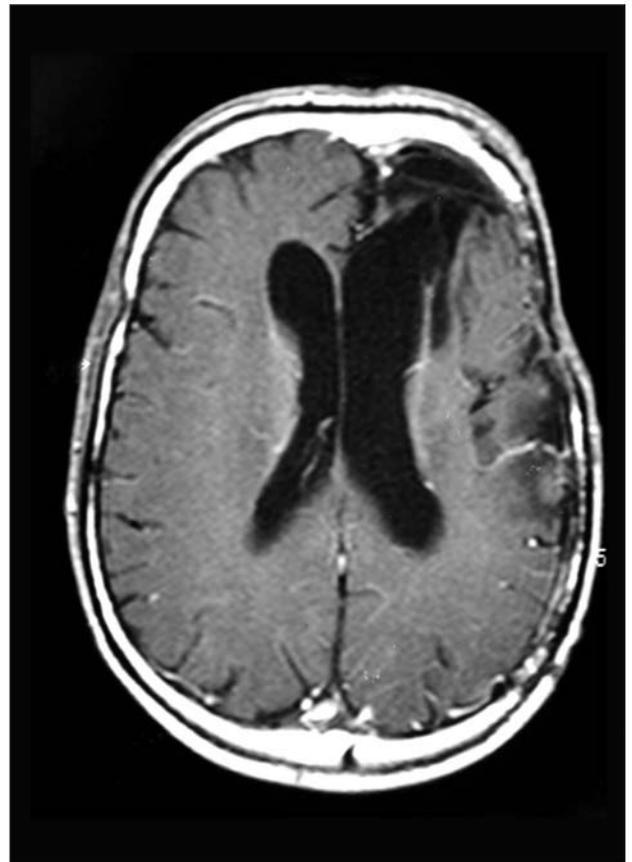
RM (T1 com contraste) realizada em 11/12/2002, com ausência de sinais de neoplasia.
